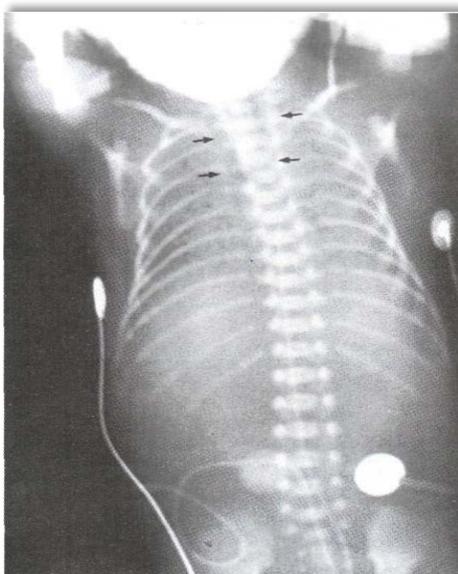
Рентгенография. Расширенный на уровне Th5 проксимальный сегмент пищевода (указан стрелками) и «немой» живот (1-й тип АП)
